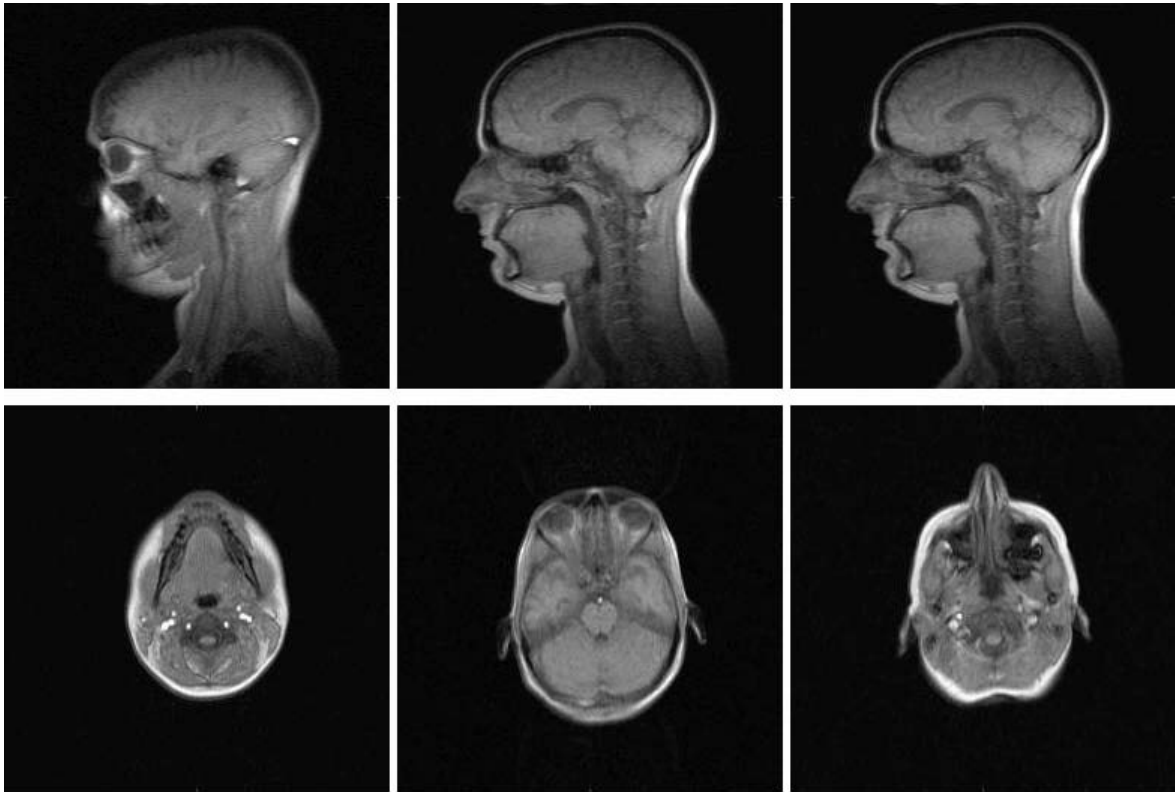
erster Schichtbilder zur Festlegung des Messbereiches im MRT
